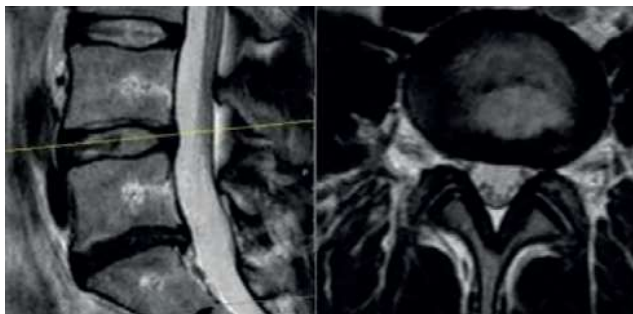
Resonancia magnética de Columna lumbar. Foto de la izquierda muestra un corte sagital de la columna lumbar, con la presencia de una discopatía L5-S1 no compresiva y un disco L4-5 de aspecto normal. A la derecha imagen axial del disco que muestra el anillo fibroso a nivel periférico y el núcleo gelatinoso central. Se observa además la hipertrofia del ligamento amarillo y la asimetría del foramen intervertebral.
